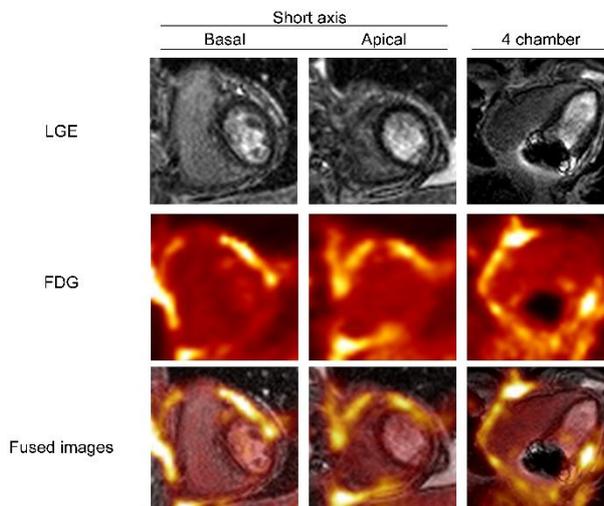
亜急性収縮性心膜炎に対する ¹⁸F-FDG PET/MRI
